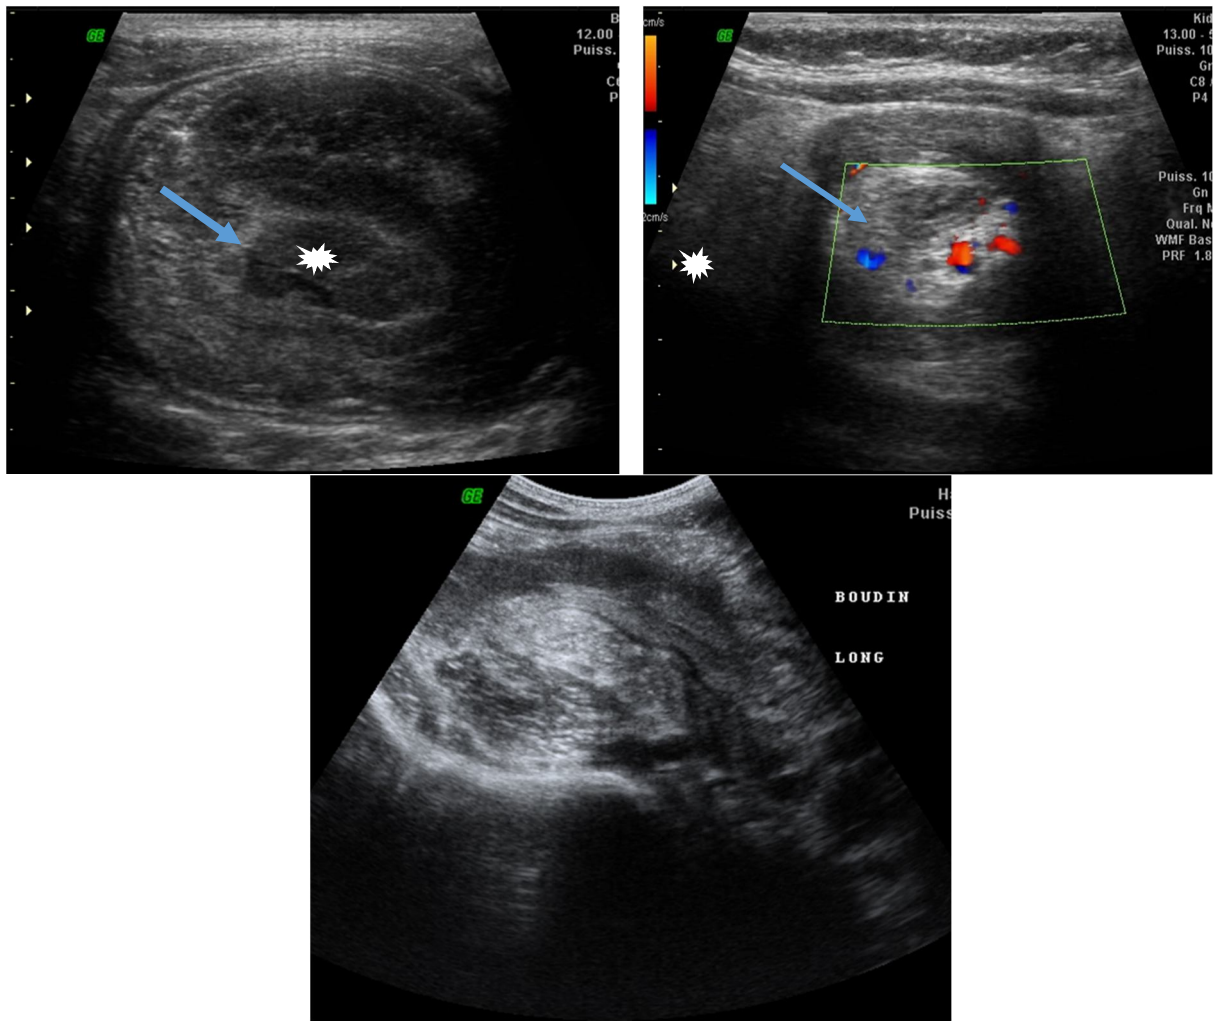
Invagination iléo-colique vue à l'échographie
